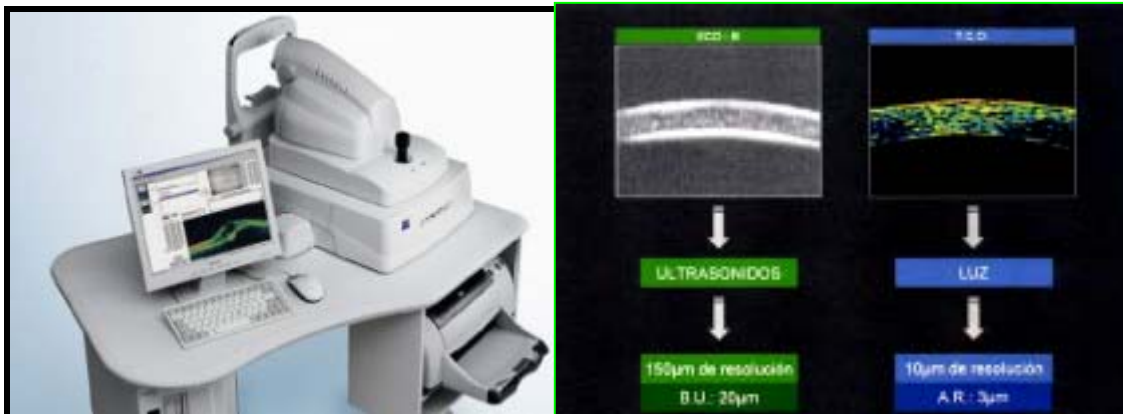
OCT Stratus 3000 Zeiss , funciona de manera similar al USG; solo que con luz y no con sonido.
